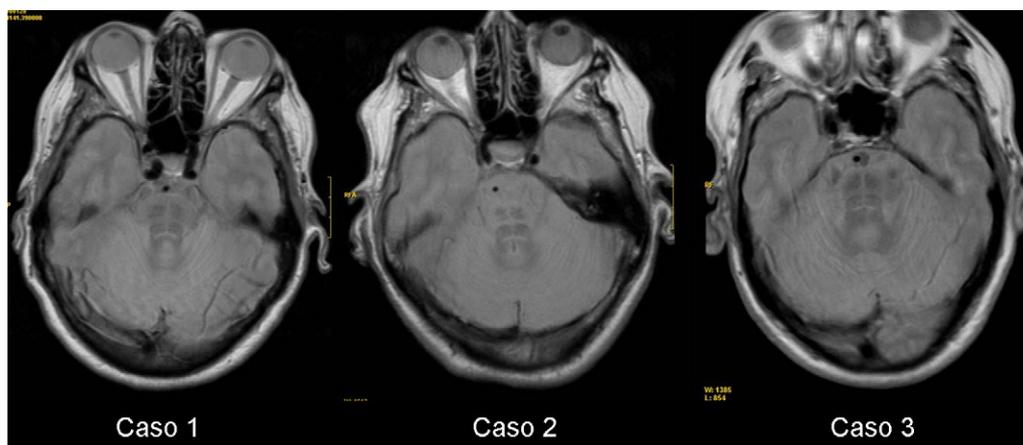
Imágenes de resonancia magnética en T2 que muestran hiperintensidad cruciforme en el puente (signo de *hot cross bun*).
